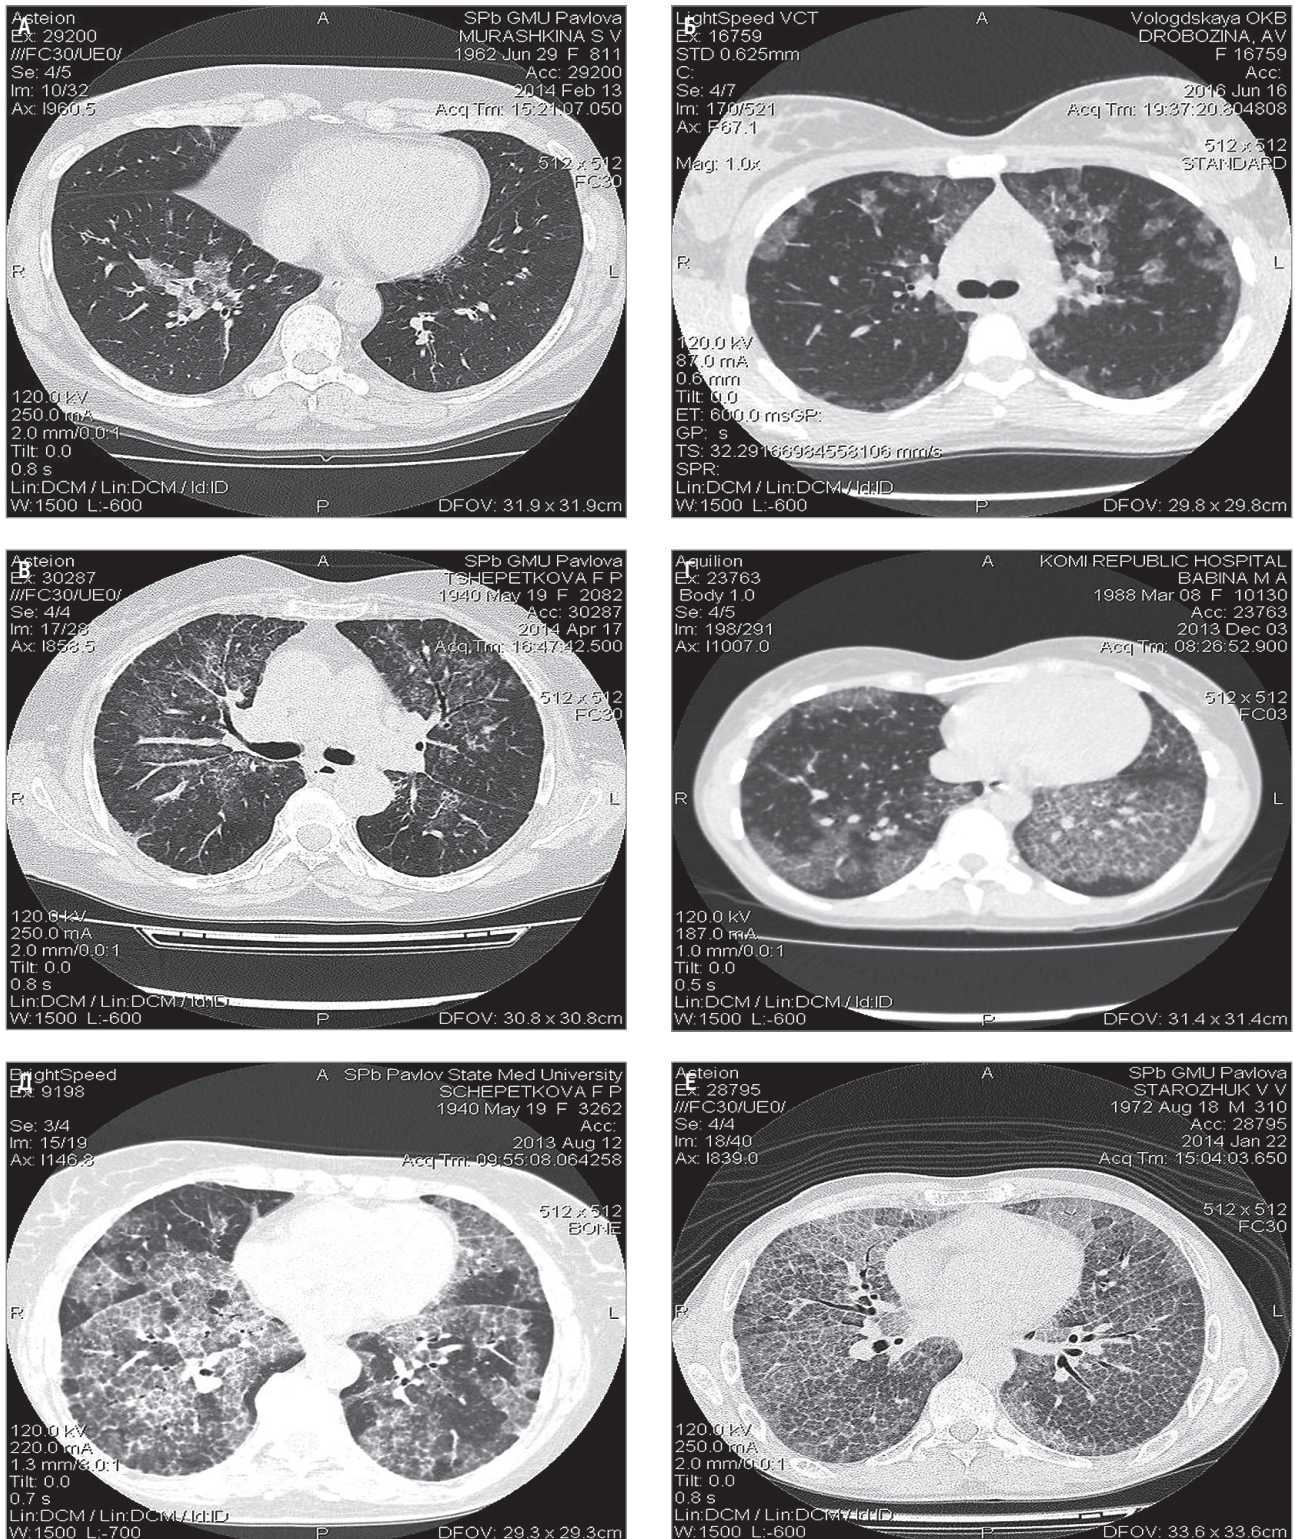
Компьютерная томография легких у больных альвеолярным протеинозом: А – локальные изменения в S8 нижней доли правого легкого; Б – заполнение отдельных вторичных легочных долек; В–Д – отграниченные участки «матового стекла» (симптом «географической карты»), неравномерно утолщенные междольковые перегородки и ацинарные стенки (симптом «булыжной мостовой»), неравномерность поражения, сохранение обширных по протяженности участков здоровой легочной ткани; Е – тотальное поражение
